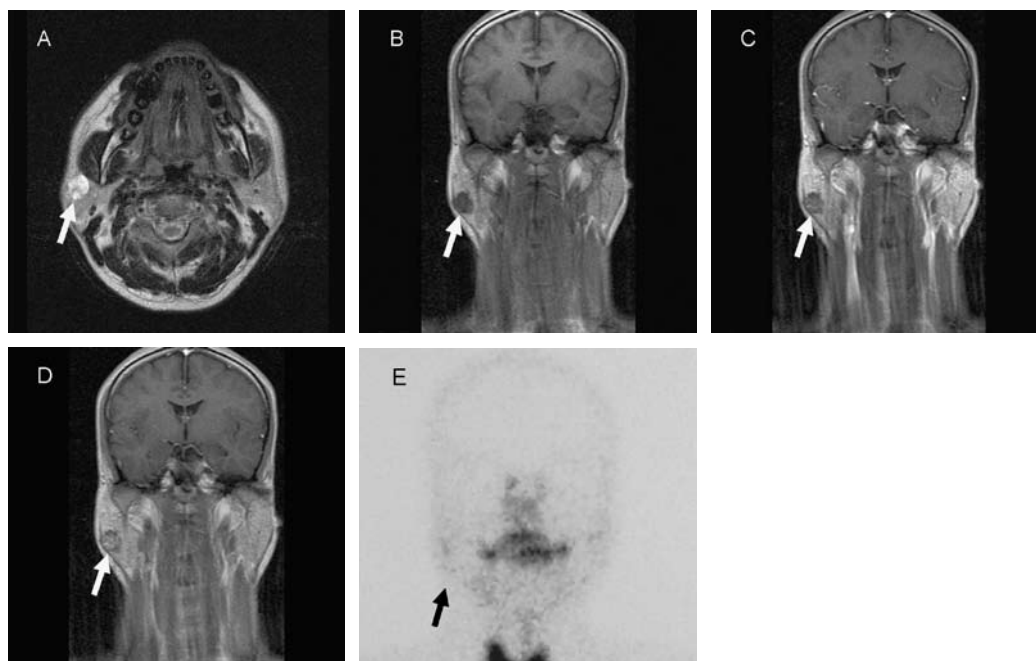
MR and scintigraphic images of a typical non-Warthin tumor (pleomorphic adenoma) (in a 29-year-old male). The pleomorphic adenoma shows a hyperintense area, higher in intensity than the intensity of the surrounding tissue of the right parotid gland in axial T2-weighted imaging (A arrow). Gradual enhancement on dynamic contrast-enhanced coronal MR images is seen from 0 s (B arrow) to 42 s (C arrow). Peak enhancement is observed 120 s after gadolinium chelate injection (D arrow). The pleomorphic adenoma shows grade 0 uptake in ^{99m}TcO₄⁻ image (E arrow).
